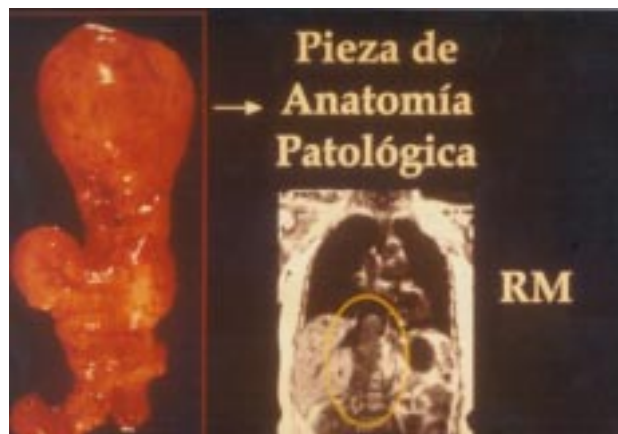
Correlación entre RMN y el espécimen quirúrgico.
